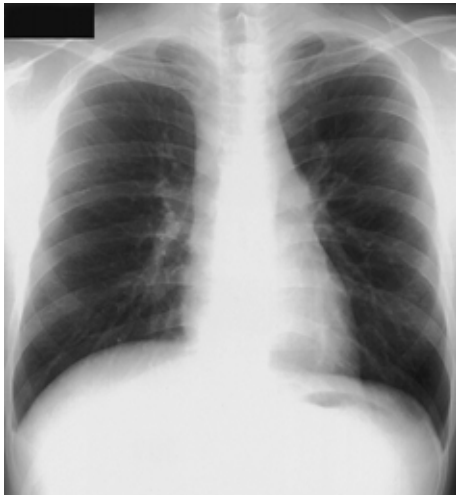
Chest roentgenogram on admission shows dilatation of superior mediastinum.
